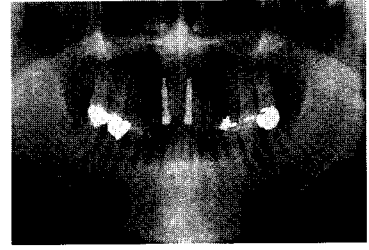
임플란트 식립후 방사선 사진.
